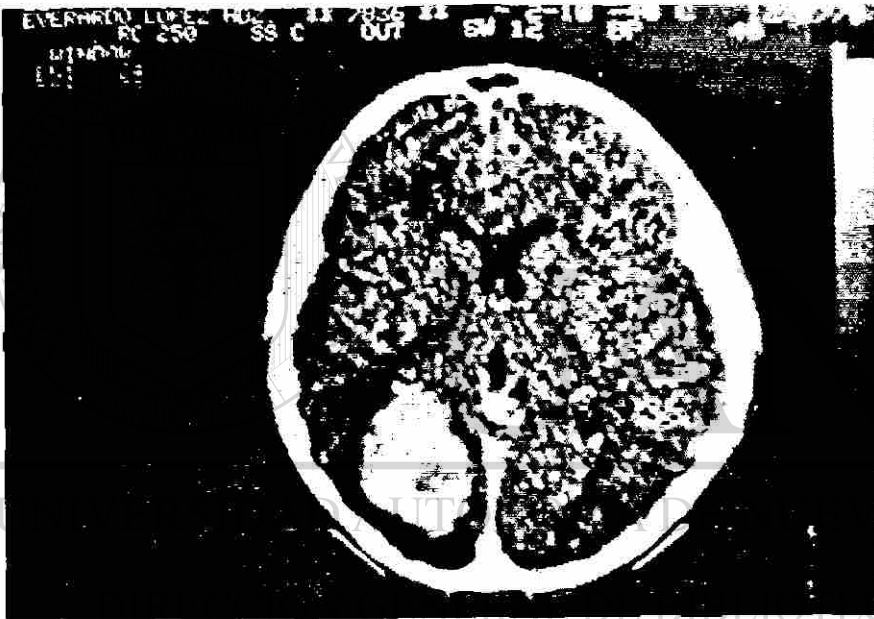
Paciente 3. TAC preoperatorio de cráneo después de inyección intravenosa de Iothalamato muestra HIC occipital izquierdo extendido hacia la cisterna ambiens. Nótese similaridad con Fig. 6.
